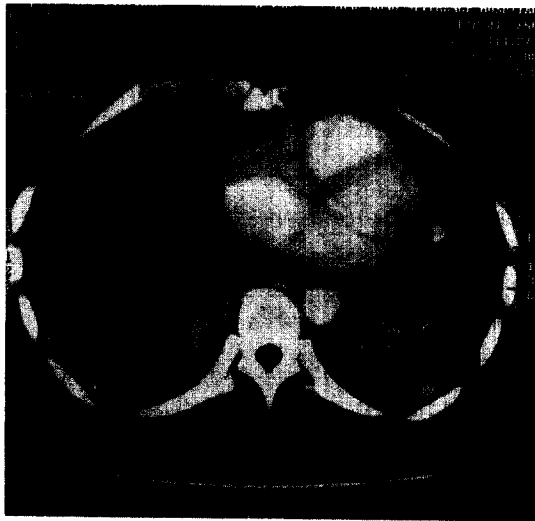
Chest CT on the 5th day showing necrotizing pneumonia involving Rt. middle lobe, Rt. lower lobe and Lt. lower lobe.
